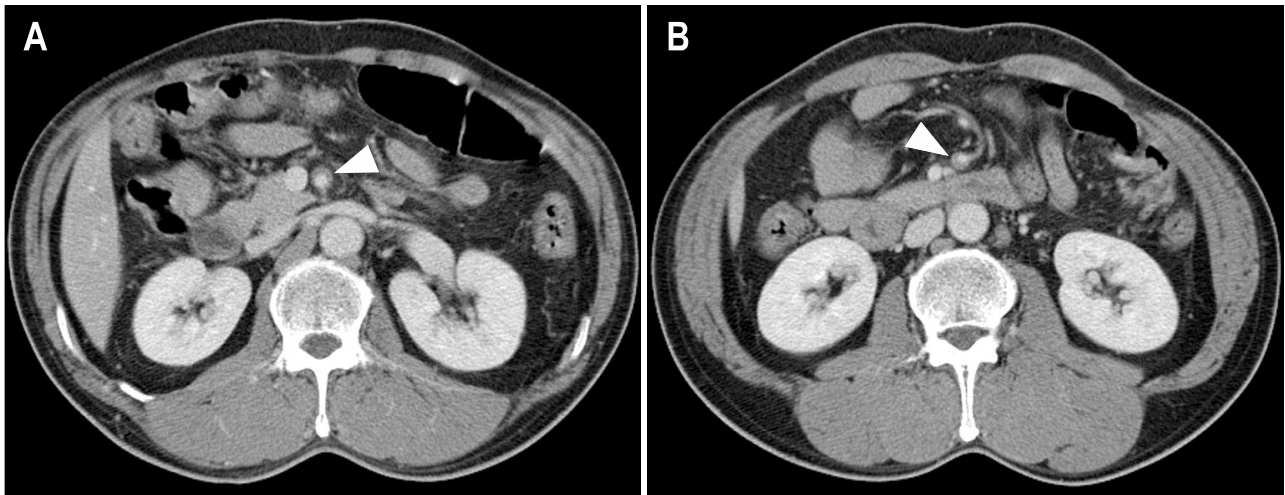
Contrast-enhanced abdominal CT scan findings. (A) A Intimal flap in the superior mesenteric artery (SMA) separating two lumen (white arrow). (B) A partial intraarterial low density thrombus in the proximal portion of the SMA without aortic dissection was demonstrated (white arrow).
